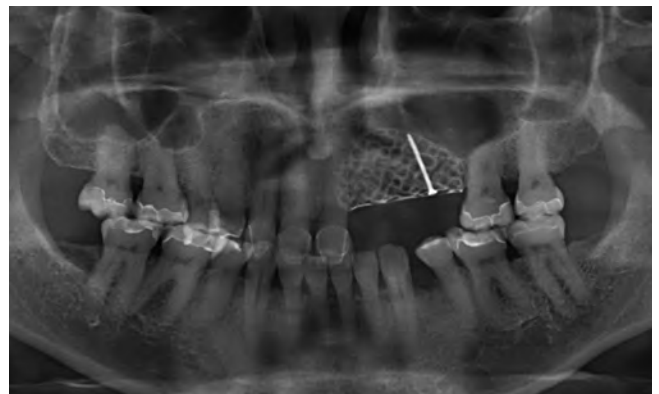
Röntgenkontrolle des mit lediglich einer Schraube fixierten Titangitters
